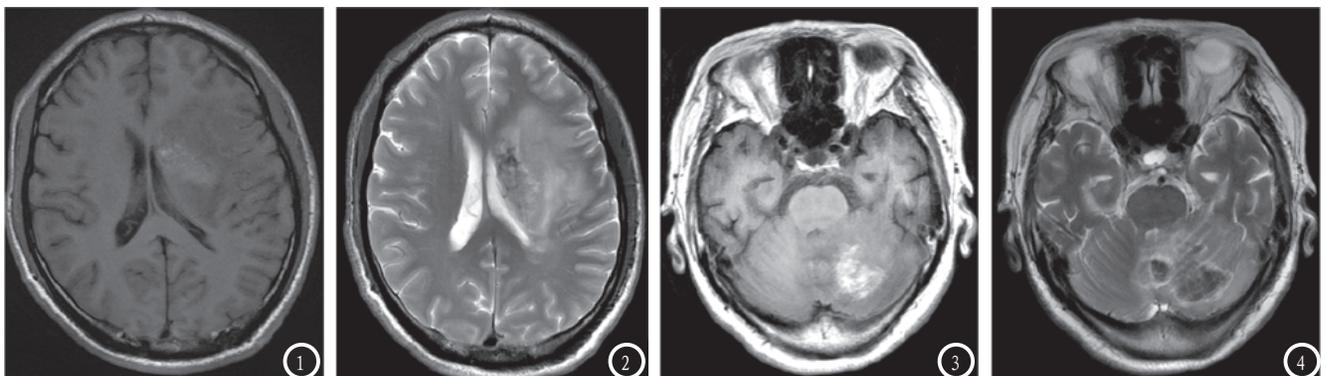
CT增强扫描显示肿块样出血心肌梗死病灶在左额叶和基底神经节。图3-4 CT增强扫描确诊。
